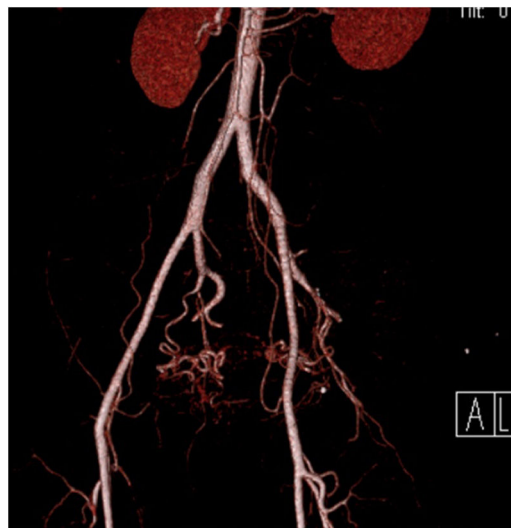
Angiotomografía con reconstrucción 3D, donde se observan las arterias iliacas internas (hipogástricas), con un aproximado de 3 a 4 cm de largo, con dos ramas: un tronco anterior y un tronco posterior.
